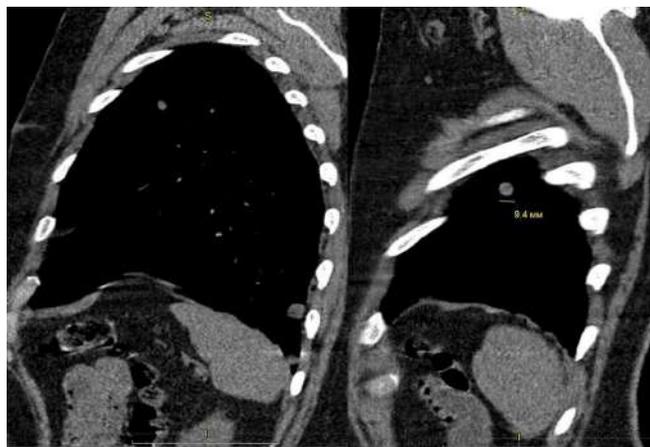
МСКТ органов грудной клетки. Внутренние контуры грудной стенки ровные и четкие во всех отделах, легкие прилежат к грудной клетке по всей поверхности. Легочные поля симметричные, воздушные, множественные очаговые округлые разнокалиберные образования по всем легочным полям, с максимальными размерами инфильтративных теней в верхней доле левого легкого до 20,0 мм. Легочный рисунок не усилен, не деформирован. Новообразований в переднем и заднем средостении не определяется
